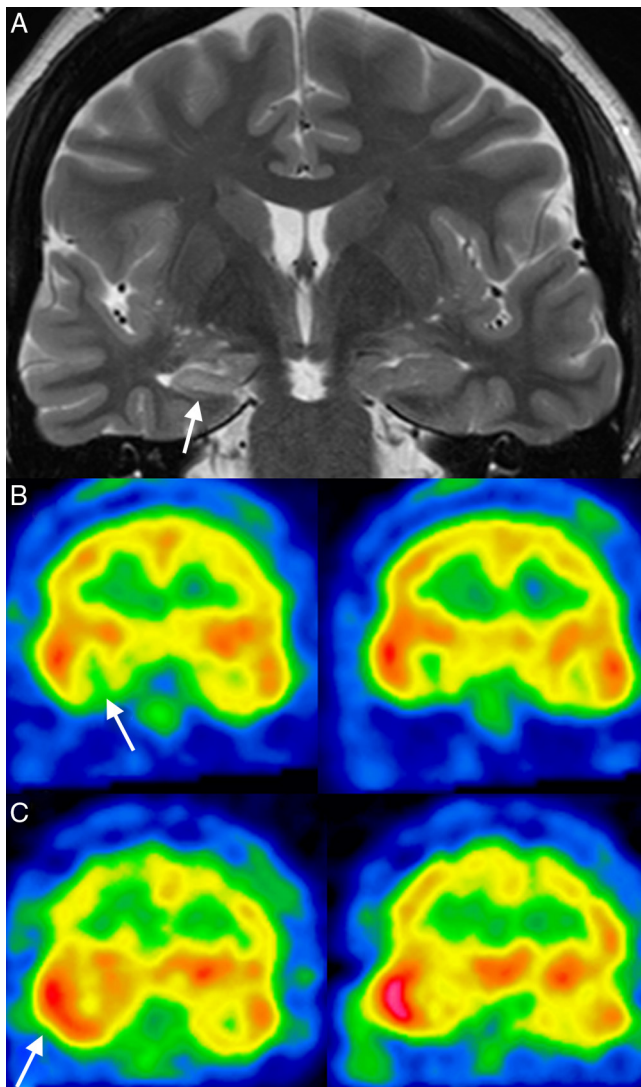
Paciente con crisis parciales complejas de origen temporal derecho. A) RM en secuencia T2 que demuestra atrofia e hiperseñal en el hipocampo derecho. B) SPECT interictal con ^{99m}Tc -HMPAO que muestra hipoperfusión temporal derecha. C) SPECT ictal muestra una intensa y extensa hiperperfusión de trazador en el lóbulo temporal derecho.
